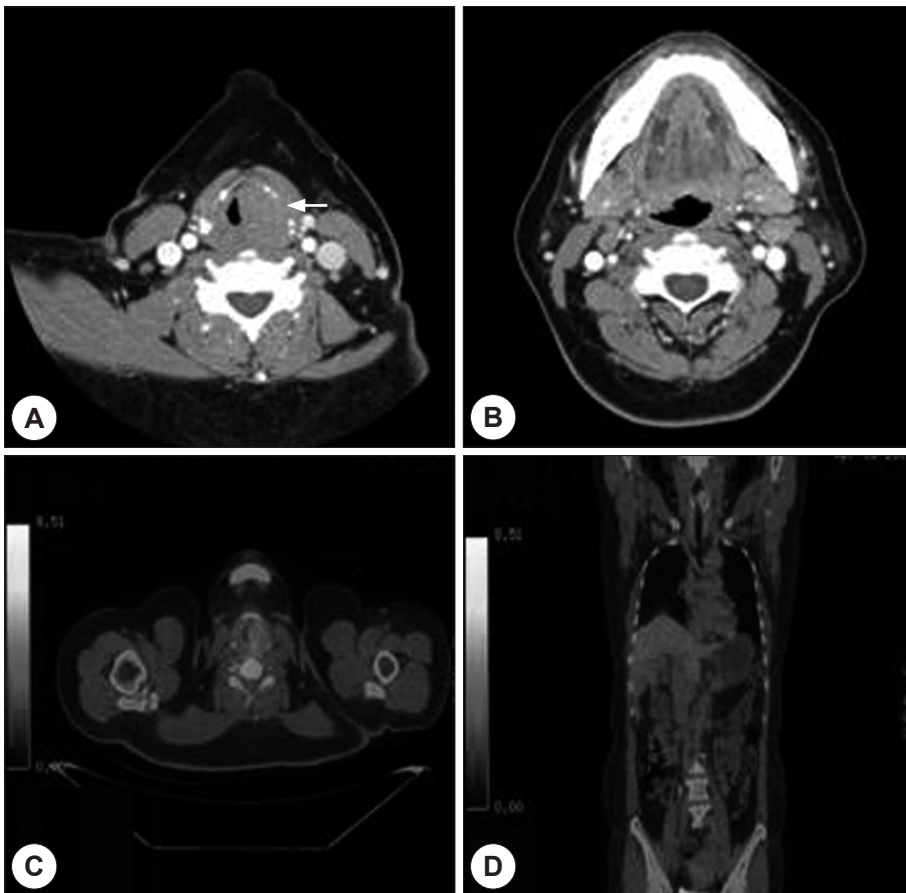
Preoperative CT scan. Axial image reveals huge well-demarcated, non-enhanced mass on left glottis (A) (white arrow head) and multiple lymphatic metastasis on left side of lateral neck, level II, III, IV (B)(white arrow head). Postoperative PET image shows soft tissue density mass with FDG uptake involving the left vocal cord (C : Axial view) and left several lymphatic metastasis with mild FDG uptake, level II, III, IV (D : Coronal view).
